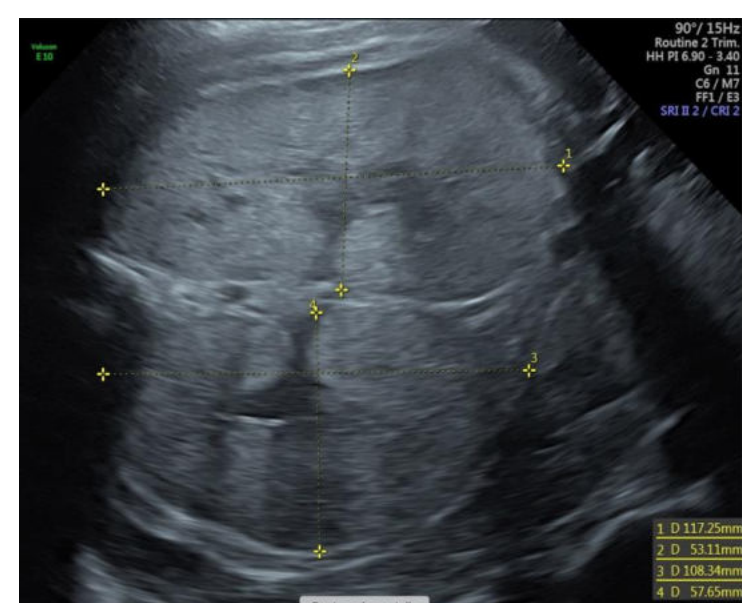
Ecografía crecimiento 33+2 SG
